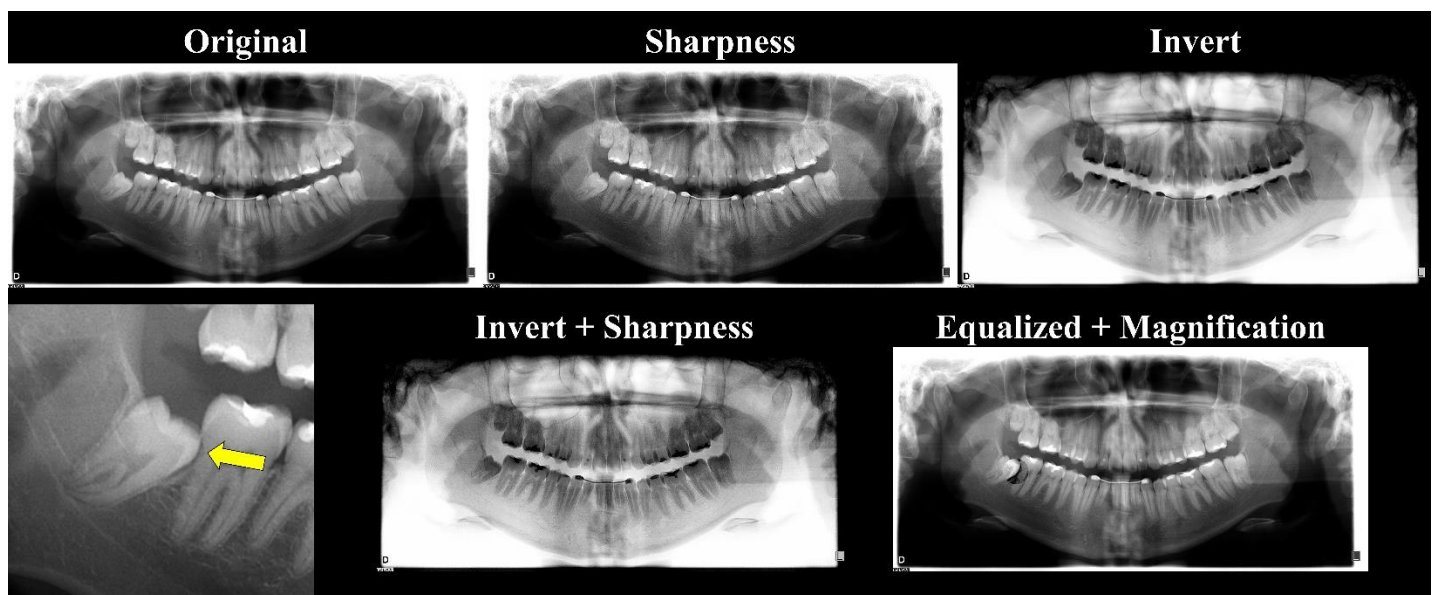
Radiografias panorâmicas de um mesmo paciente em cada situação de filtro: Original, Sharpness, Invert, Invert + Sharpness e Equalized + Magnification e recorte de radiografia panorâmica evidenciando o dente 48 mesioangulado e impactado causando RRE no dente 47 (seta amarela).
